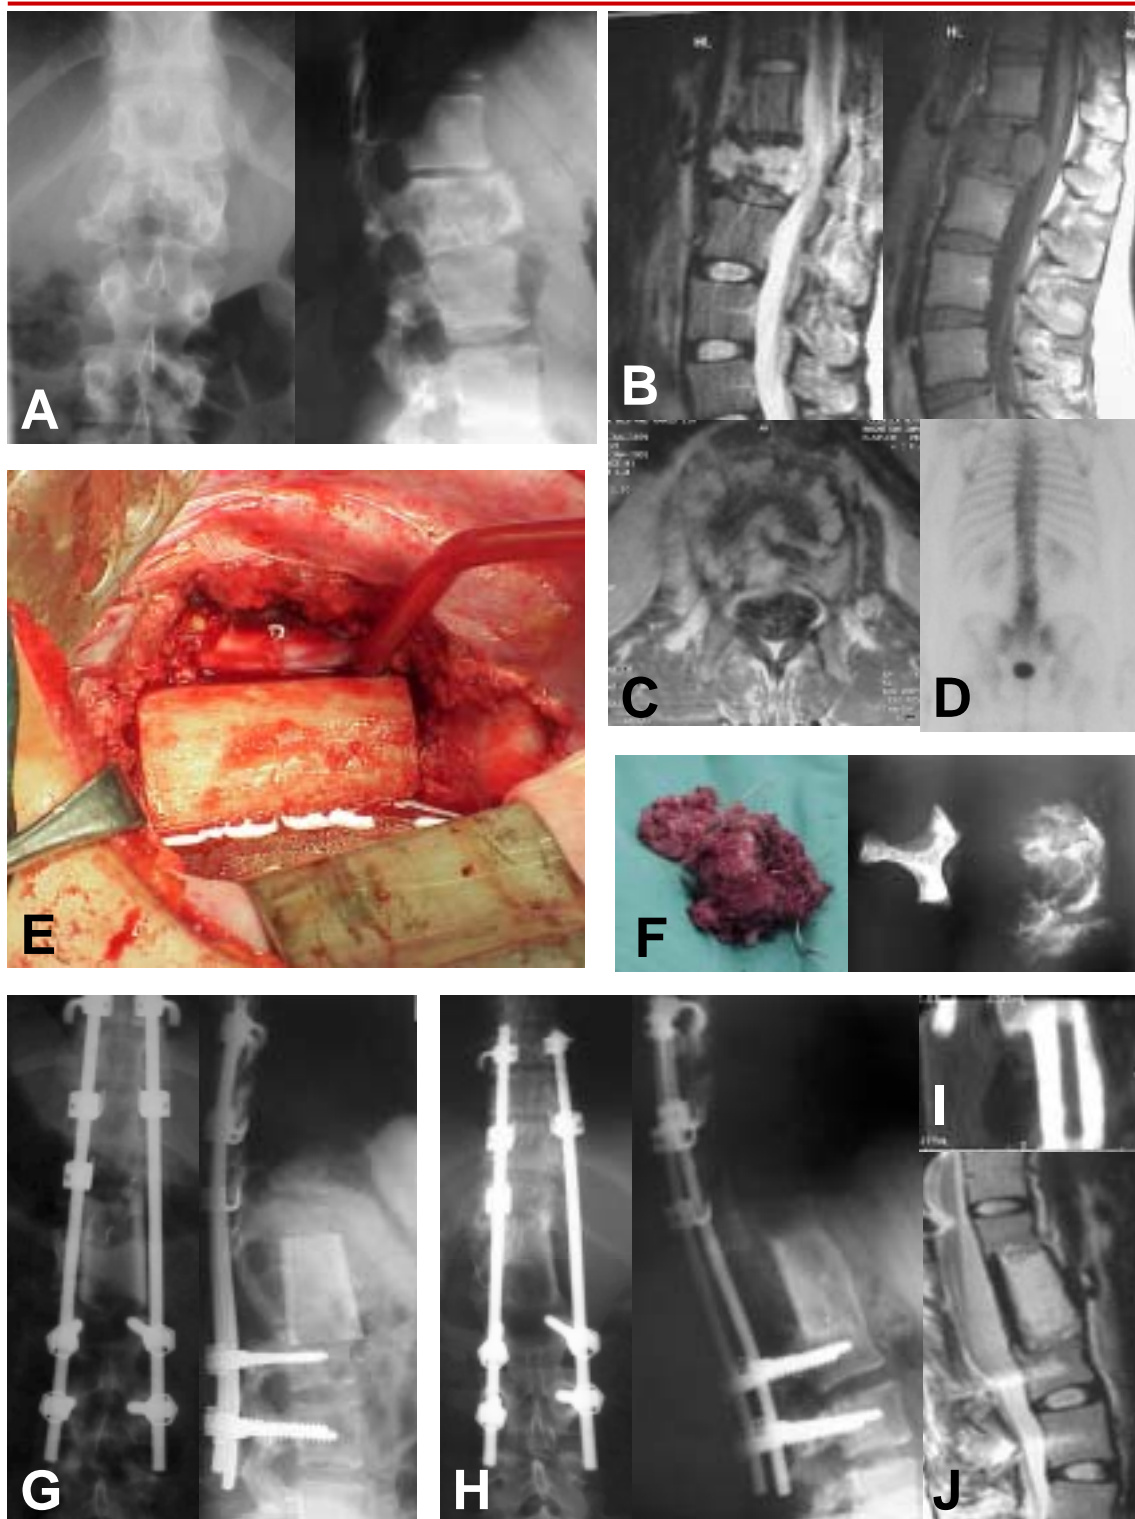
Exemple d'al·loempelt utilitzat en patologia tumoral. Dona de 26 anys d'edat afecta de condrosarcoma del cos vertebral de L1. A: front i perfil radiològic de la lesió. B: RMN on podem veure la lesió i l'afectació del canal. C: RMN axial de la lesió. D: gammagrafia òssia on podem observar la captació del cos vertebral de L1. Es va practicar un doble abordatge anteroposterior amb resecció de la lesió i col·locació d'un al·loempelt de fèmur, conjuntament amb una instrumentació posterior T9-L3. E: Imatge quirúrgica de l'empelt de fèmur anterior. F: imatge de la peça ressecada i radiografia de la mateixa. G: Control radiològic postoperatori als tres mesos. H: Control radiològic als 5 anys de la lesió, objectivant-se la remissió del condrosarcoma i la integració de l'empelt.. I: Control per TAC als 5 anys. J: Control per RMN als 5 anys.
